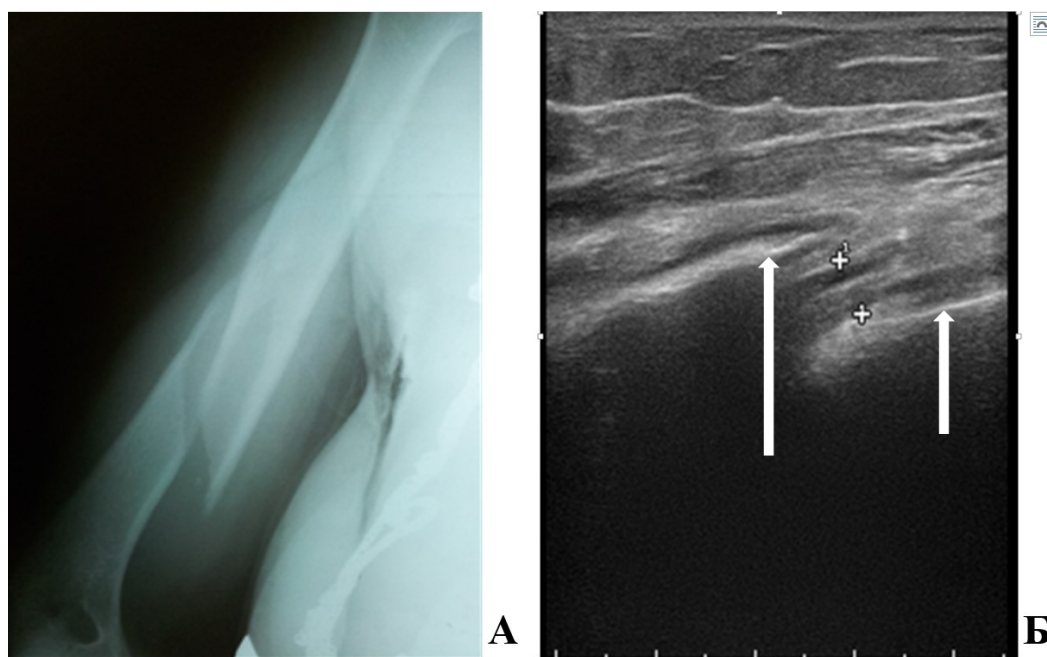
А – рентгенограмма, прямая проекция. Перелом Holstein-Lewis. Б – эхограмма, продольное сканирование. Интерпозиция лучевого нерва (++) между отломками плечевой кости (↑↑). Снижение дифференцировки на пучки, отек – утолщение нерва в продольном сечении до 5,3 мм (норма до 2,5 мм)
